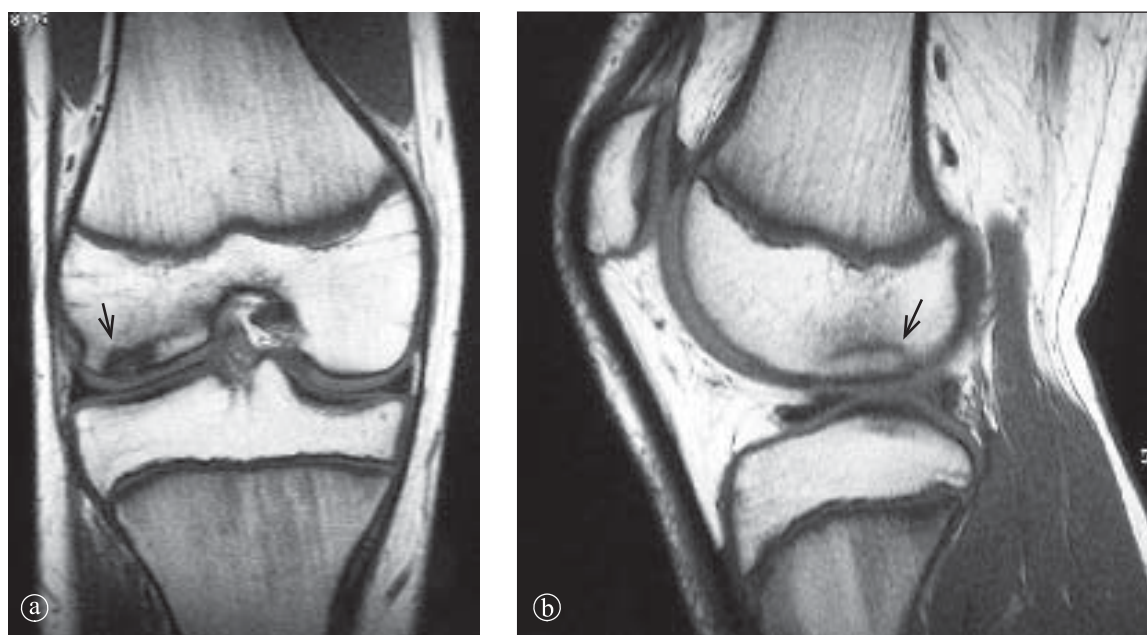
9. Osteocondrită condil femural extern. IRM secțiuni T1 a) coronal, b) sagital.
